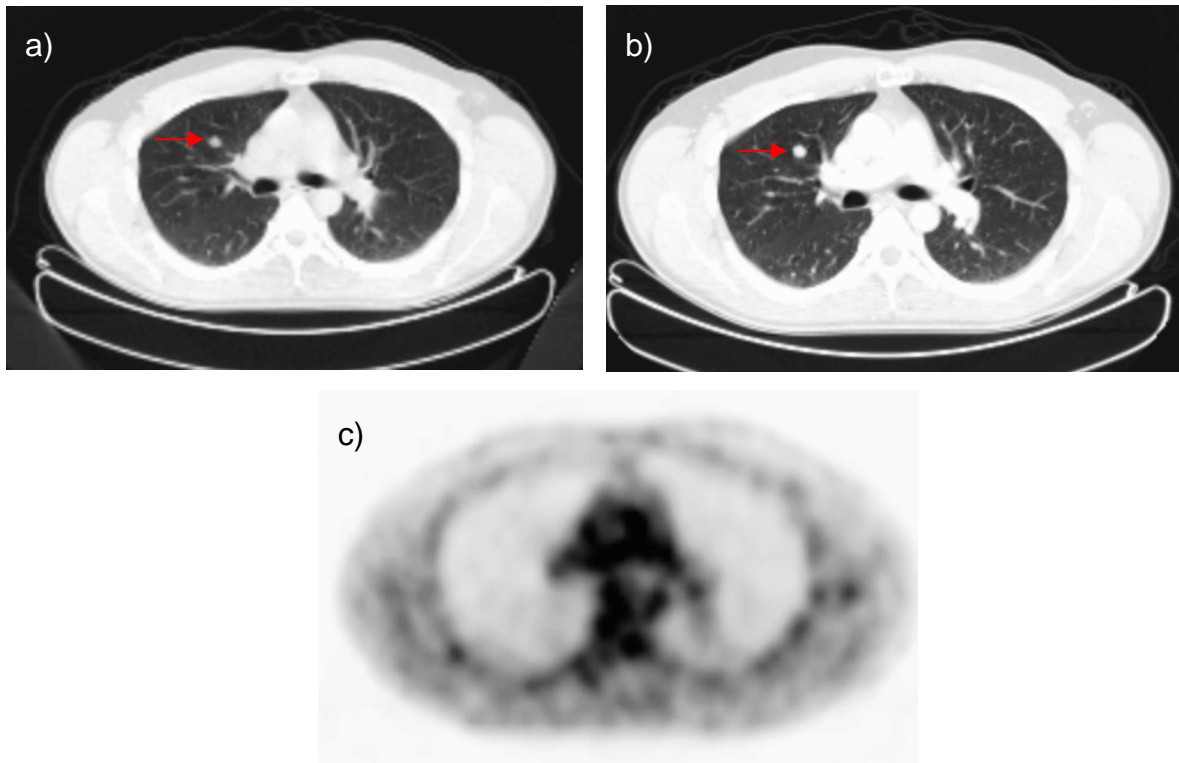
Falsch-negative Lungenmetastase in der ^{18}F -FDG-PET, 45-jähriger Patient
